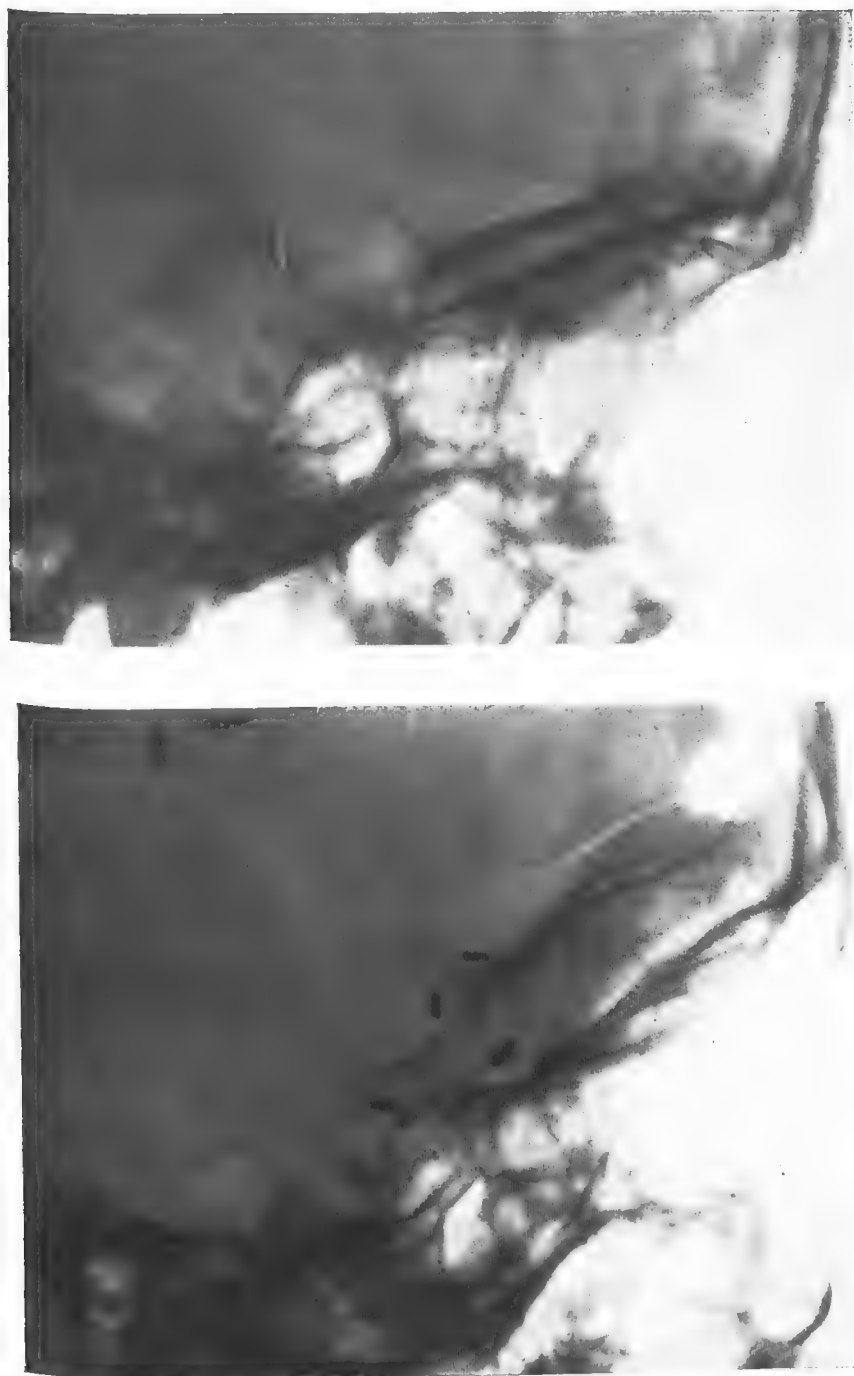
OBSERVATION I. — Radiographies non réduites de la région de la selle turcique avant et après l'intervention. (Elles correspondent aux figures 2 et 3). Sur la radiographie inférieure, les calcifications supra-sellaires ont disparu. Remarquer la présence d'un clip au-dessous de l'apophyse clinéoïde antérieure.
